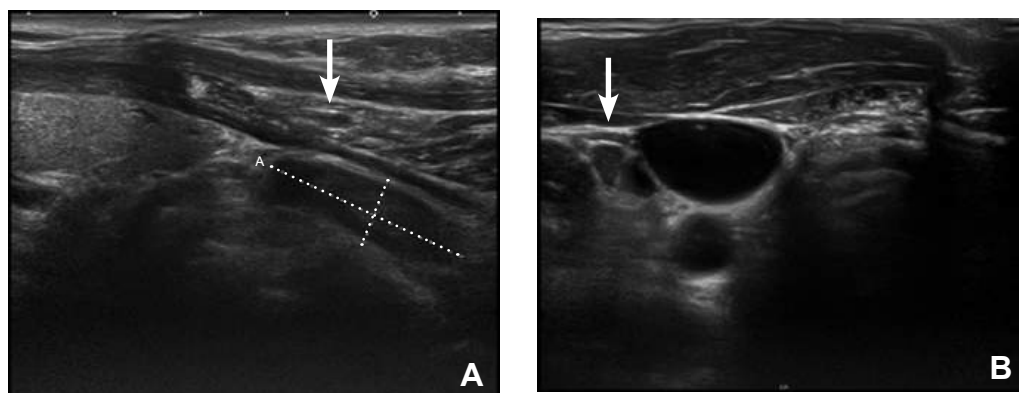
Ecografía Doppler de paratiroides. A. Corte sagital, flecha señala adenoma. B. Corte axial, flecha señala adenoma.
